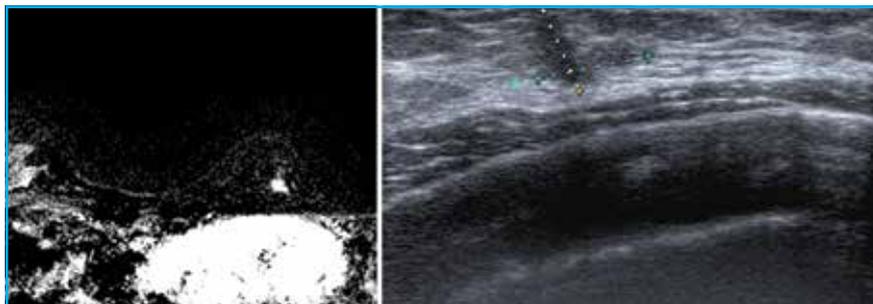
Lésion ACR5 prépectorale du QIE du sein gauche chez une patiente de 38 ans mutée *BRCA1* (corrélation IRM échographie), diagnostic final CCI grade 2. CCI : cancer canalaire invasif ; QIE : quadrant intéro-externe.
